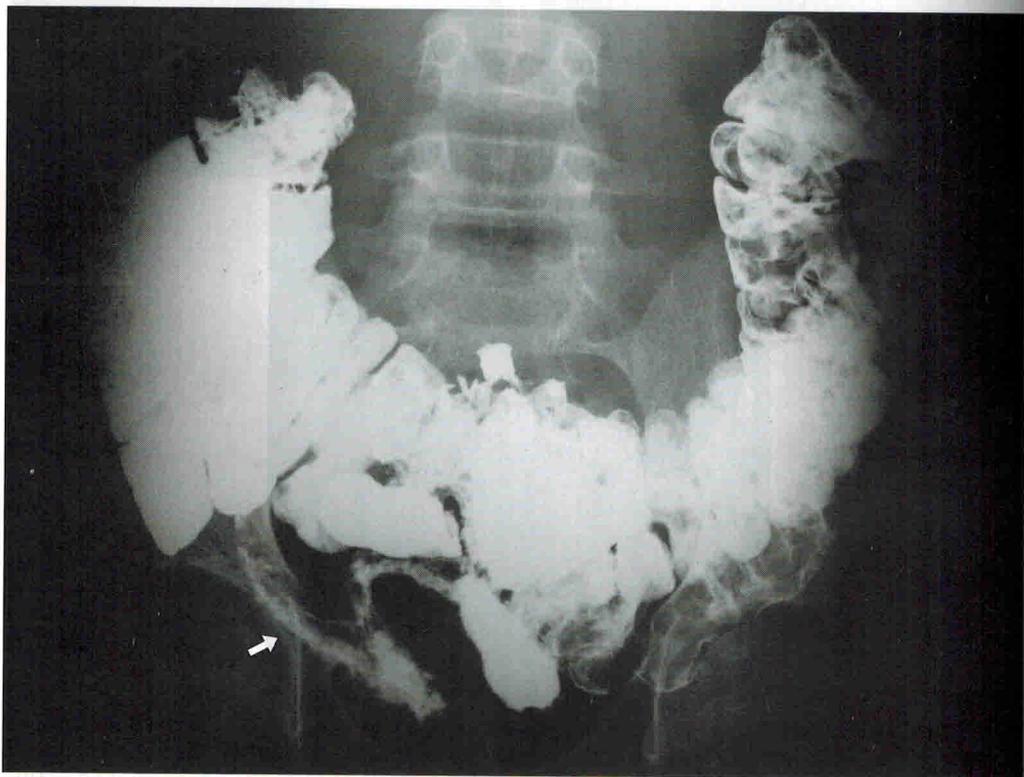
Ирригоскопия. Обзорная рентгенограмма живота при тугом выполнении толстой кишки. Провисает поперечно-ободочная кишка, печеночный и селезеночный углы располагаются ниже норма на 1–2 позвонка – колоноптоз. Гаустральный рисунок деформирован. Видна резко суженная, стенозированная дистальная часть подвздошной кишки (стрелка).
